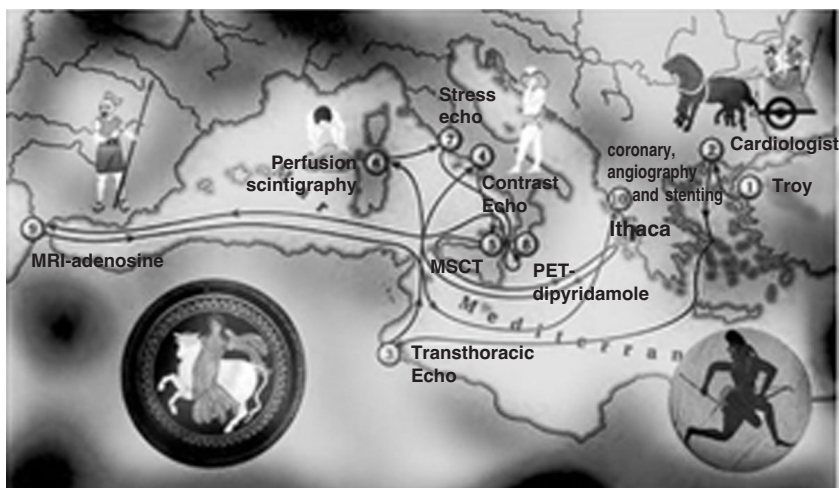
La Sindrome di Ulisse. I costi (economici e biologici) di una politica aggressiva di screening coronarico nel singolo paziente. Il viaggio di Ulisse come metafora dell'iter diagnostico del sospetto cardiopatico ischemico. Ad Ulisse, tipico soggetto asintomatico a rischio di mezza età, con personalità coronarica di tipo A, forte fumatore (di oppio), che conduce una vita molto stressante, sarebbe certo stato consigliato un check-up dopo 10 anni di guerra. Ulisse abbandona così la sua condizione di benessere completo e senza remore (1). Lo specialista cardiologo (tappa 2) consiglia un ecocardiogramma basale (tappa 3), che poi verrà ripetuto con ecocontrasto per consentire la migliore visualizzazione del segmento 17, strettamente apicale (tappa 4). Lo scrupoloso cardiologo – che lavora in un centro ad alta tecnologia, e timoroso soprattutto di possibili rivele medico-legali – prescrive quindi una cardio-CT per la valutazione anatomica (tappa 5) e una scintigrafia da sforzo per la valutazione funzionale (tappa 6). Effettivamente la scintigrafia mostra un modesto deficit di perfusione infero-basale e la TC una stenosi dubbia sul diagonale. Sulla base di questo reperto, e nonostante la negatività di eco stress (tappa 7) – ma un secondo lettore legge sulle immagini una “probabile ipocinesia apicale” – il paziente viene sottoposto a PET-dipiridamolo (tappa 8) e poi a risonanza con adenosina (tappa 9), che evidenziano una modesta riduzione di riserva coronarica a livello del terzo basale della parete inferiore e della parete antero-laterale alta. A questo punto, il cardiologo – di fronte al proliferare di ipocinesie dubbie e difetti di perfusione migranti – è costretto a indirizzare il paziente all'angiografia coronarica (tappa 10): un'Ithaca infestata dalle stenosi coronariche non significative, che niente hanno a che fare con la presunta ipocinesia e i difetti di perfusione del paziente, ma potrebbero innescare il circolo vizioso della riperfusione: angioplastica; stent; doppia aggregazione; controlli seriatati con test d'immagine per la risteno; occasionale riscontro di un qualche difetto di cinetica o perfusione; ri-angiografia; ecc ...
